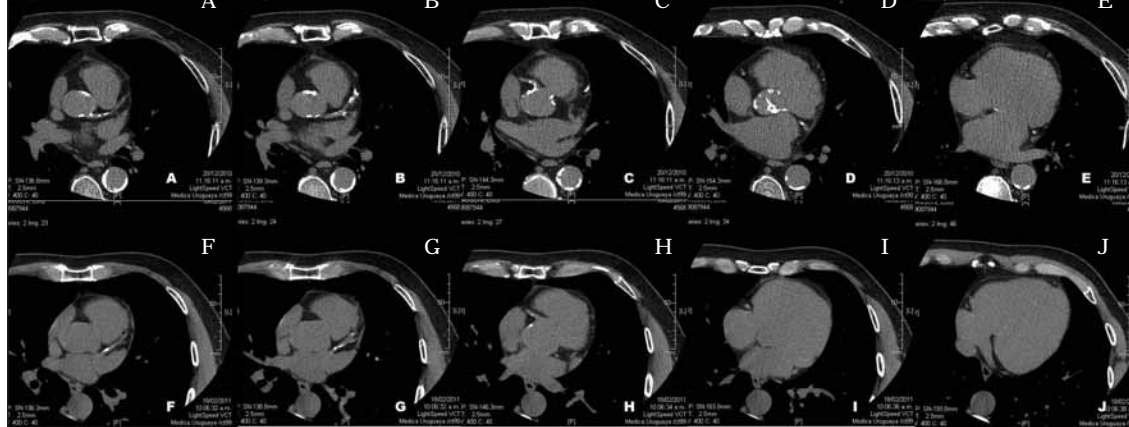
Panel superior (A, B, C, D, E) muestra múltiples depósitos de calcio en aorta y coronaria izquierda, score calculado: 668. Panel inferior (F, G, H, I, J) mínimos depósito de calcio en coronaria izquierda, score 89. Imagen proporcionada gentilmente por los Drs. Sergio Viñas y Ariel Durán. Servicio de Tomografía Cardíaca. MUCAM
